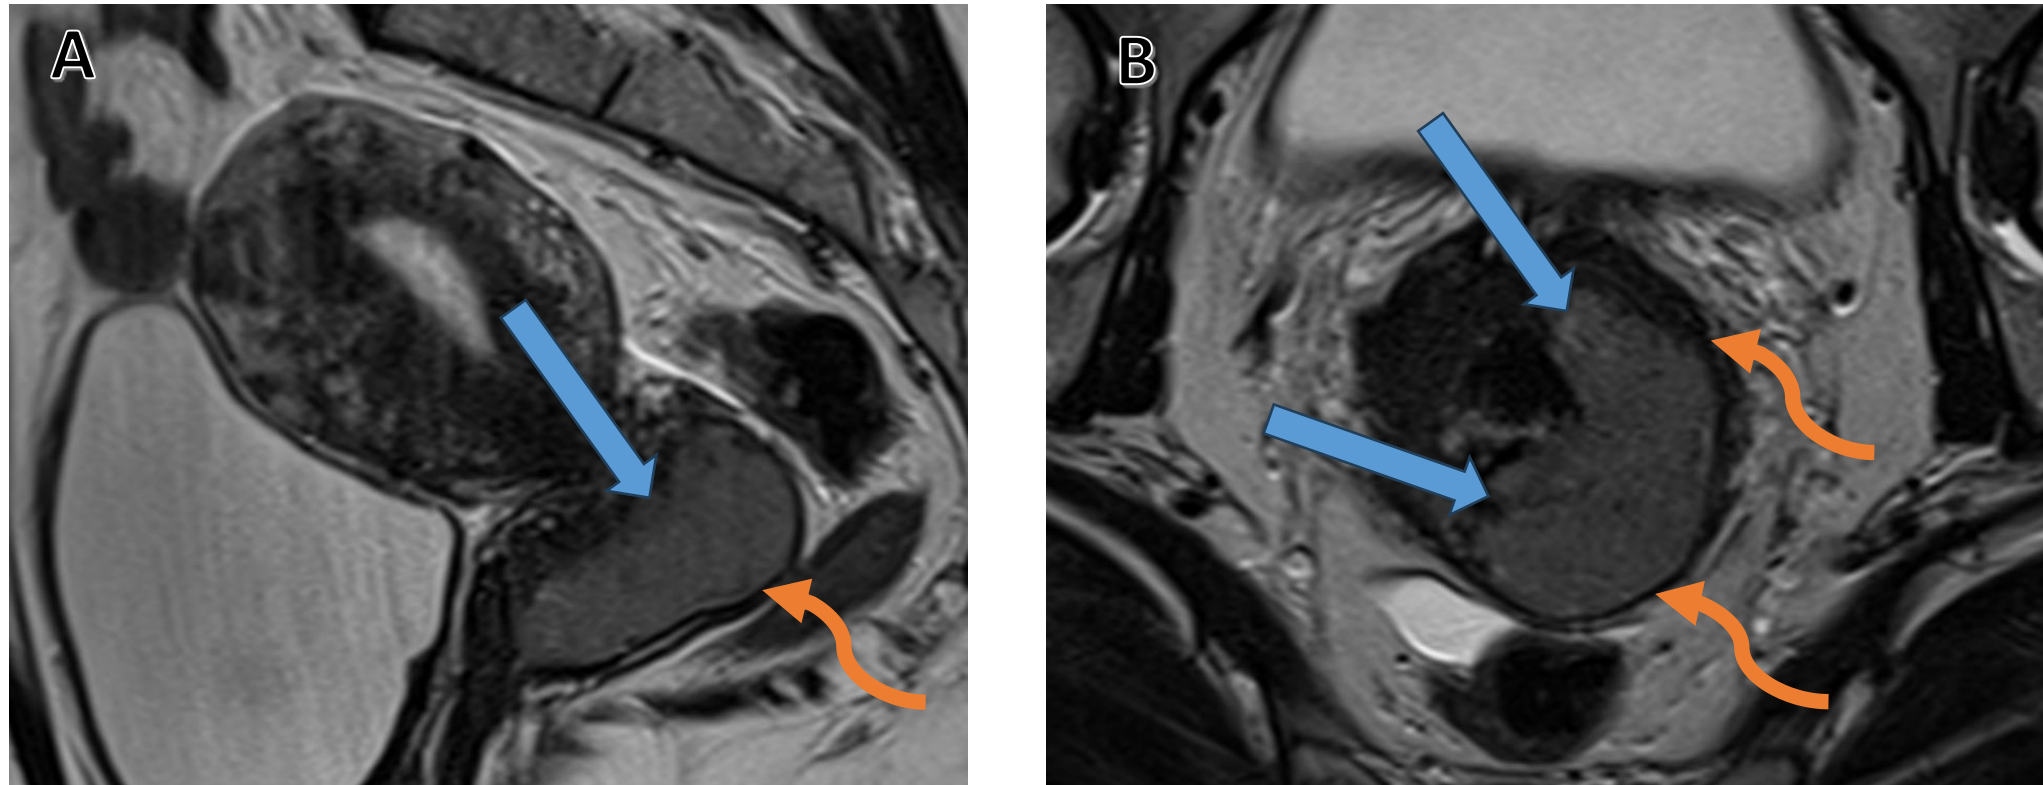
RM de pelvis de alta resolución potenciada en secuencia T2 en los planos sagital (A) y axial oblicuo (B). Se observa una lesión hiperintensa respecto al miometrio localizada en el cervix uterino que se extiende invadiendo el tercio proximal de la vagina (flechas en A y B), con unas medidas superiores a los 4 cm. El estroma fibroso uterino (flecha curva en A y B). Hallazgos compatibles con estadio IIA2.
